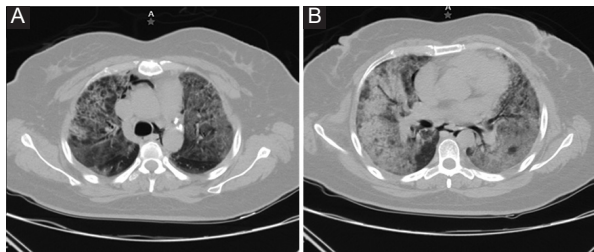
Tomografía computarizada simple de tórax en corte axial en la que se visualiza aire a nivel del mediastino anterior y posterior, así como afección grave en patrón de vidrio despulido.
